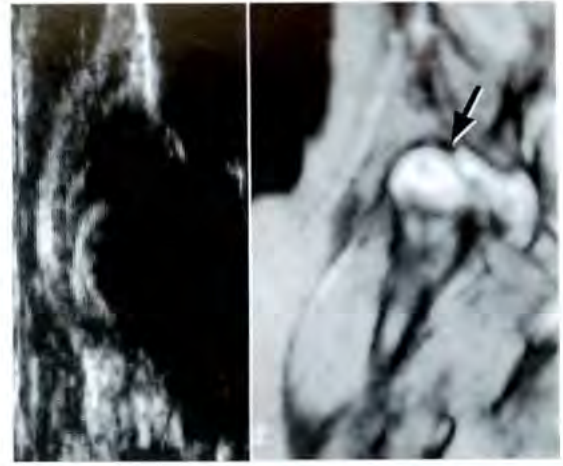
外反型の limbus (右図矢印) を示す type III の DDH の超音波画像と MRI プロトン密度強調画像
